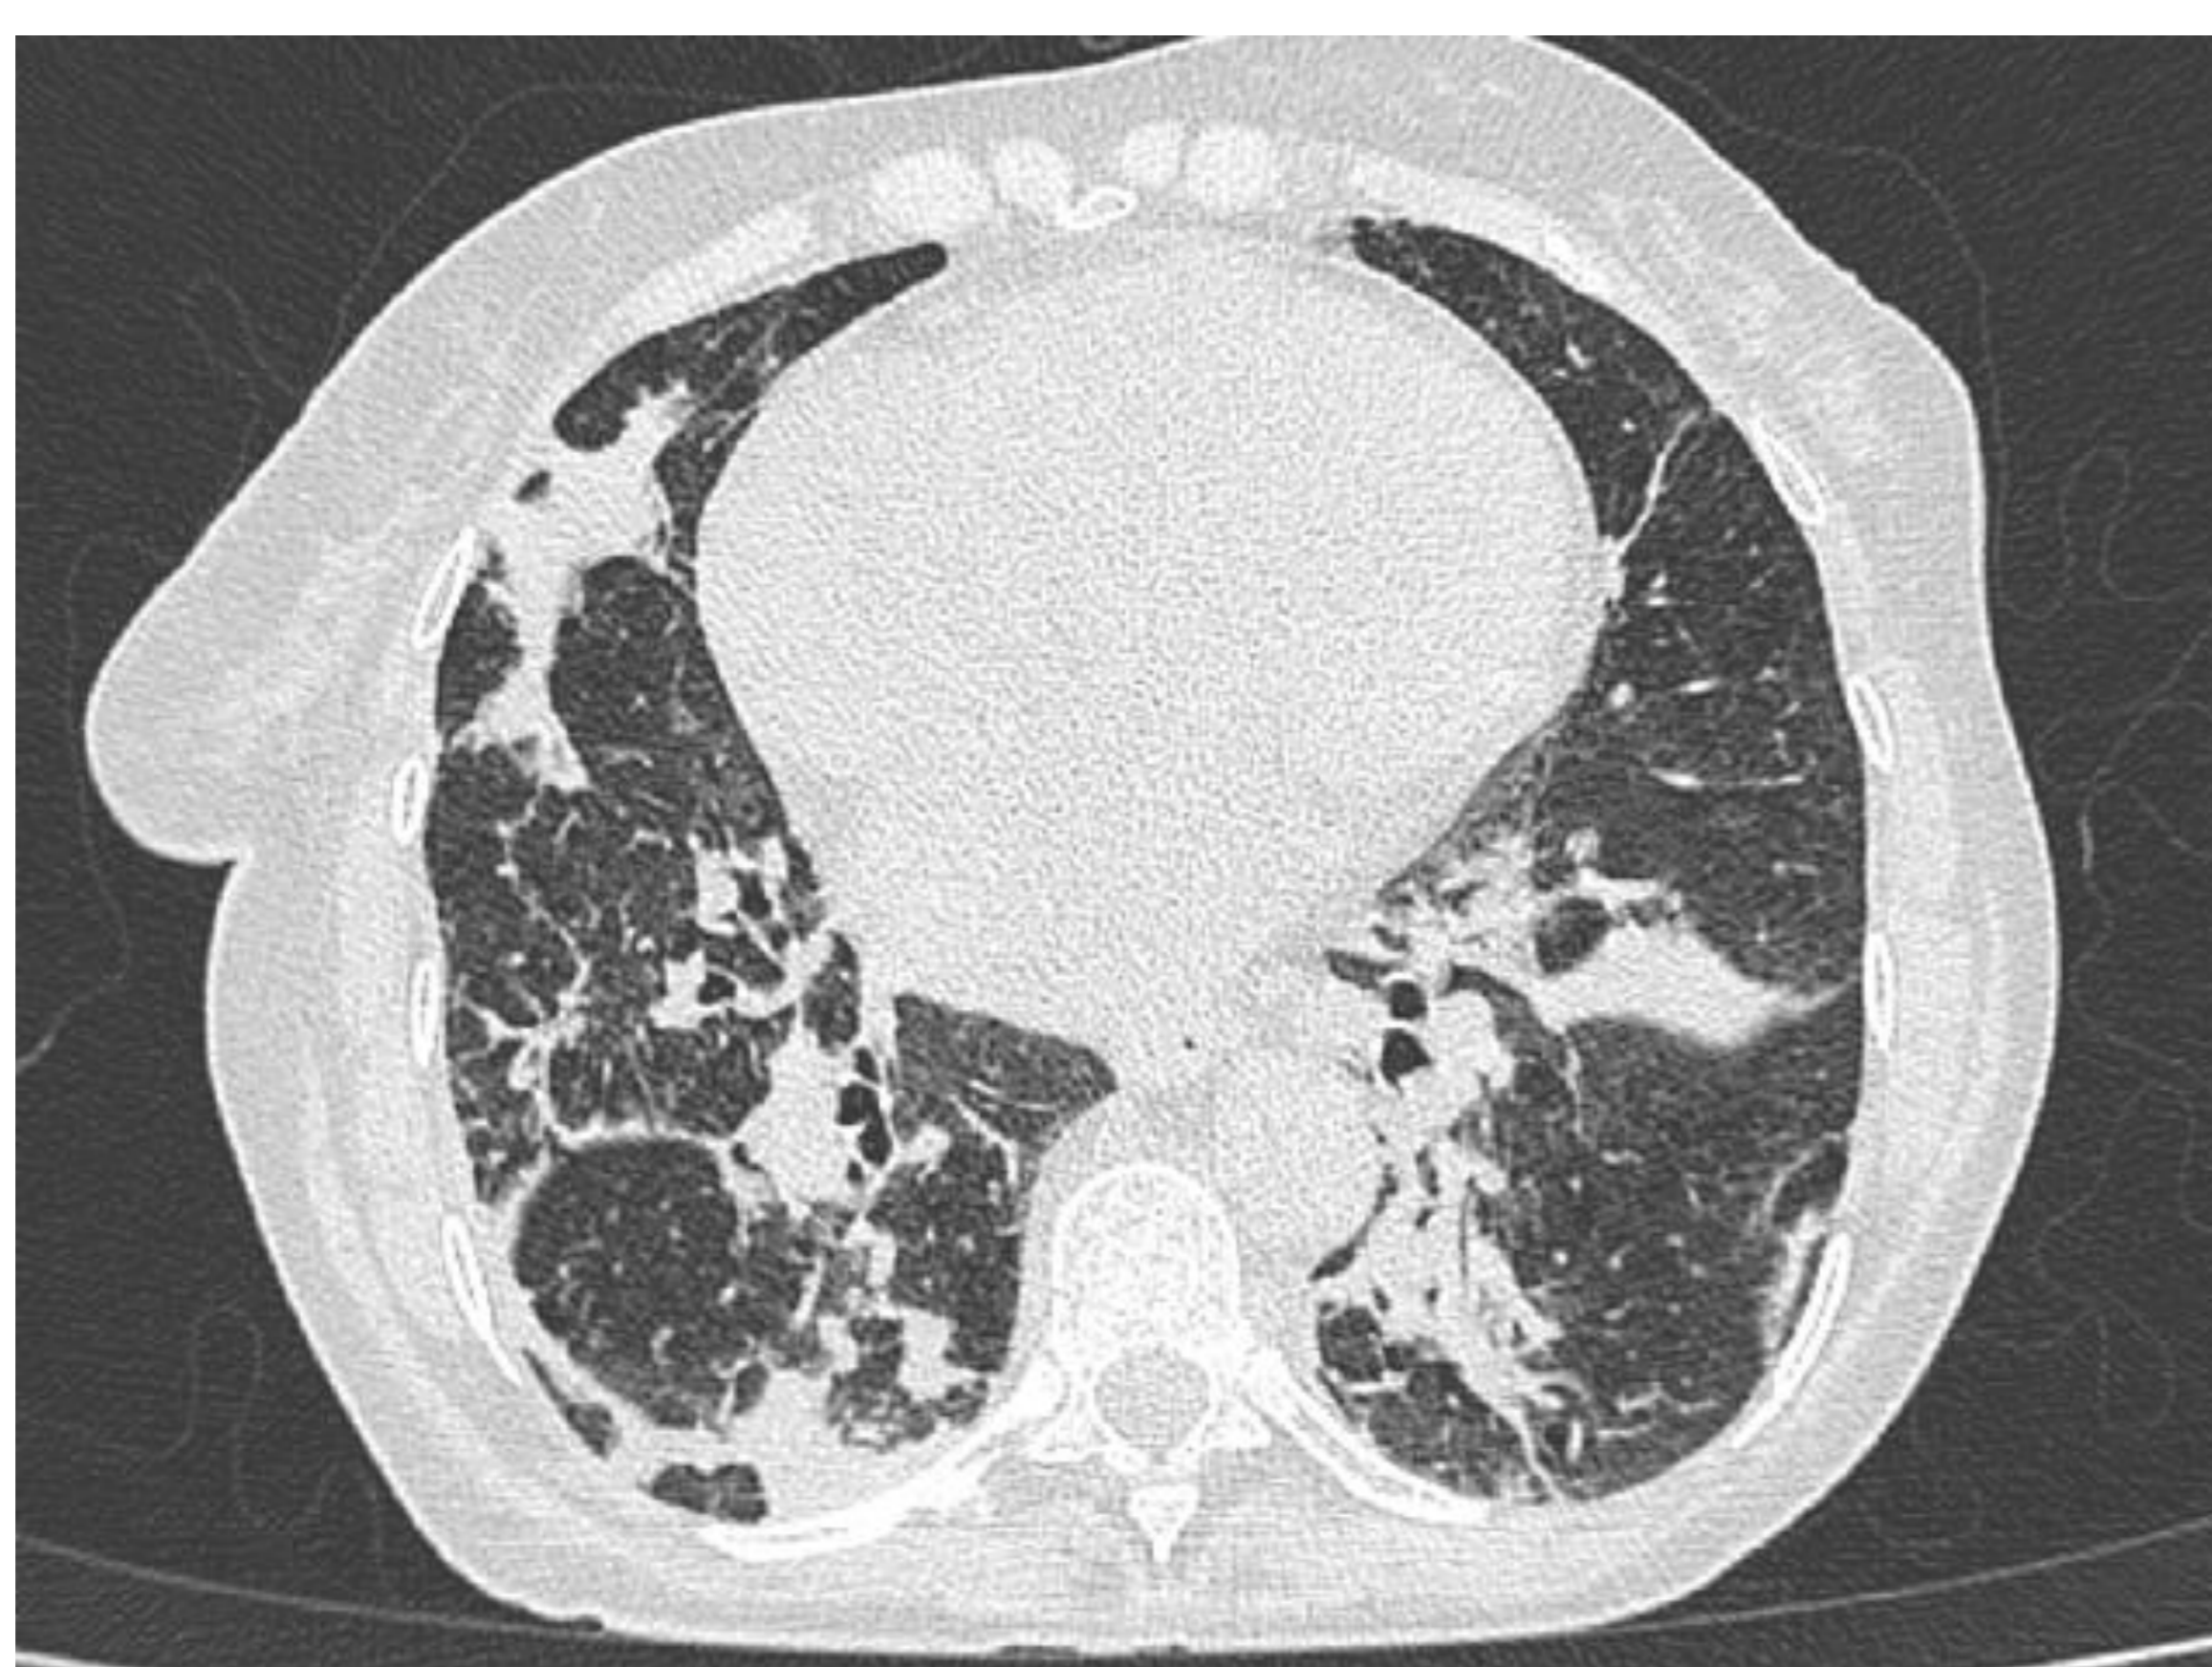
TC de tórax, corte axial. En una paciente con neutropenia febril, identificándose múltiples formaciones pseudonodulares bilaterales, que se acompaña de engrosamiento y nódulos perihiliares. El diagnóstico de aspergilosis fue confirmado con serología y lavado bronquialveolar.
